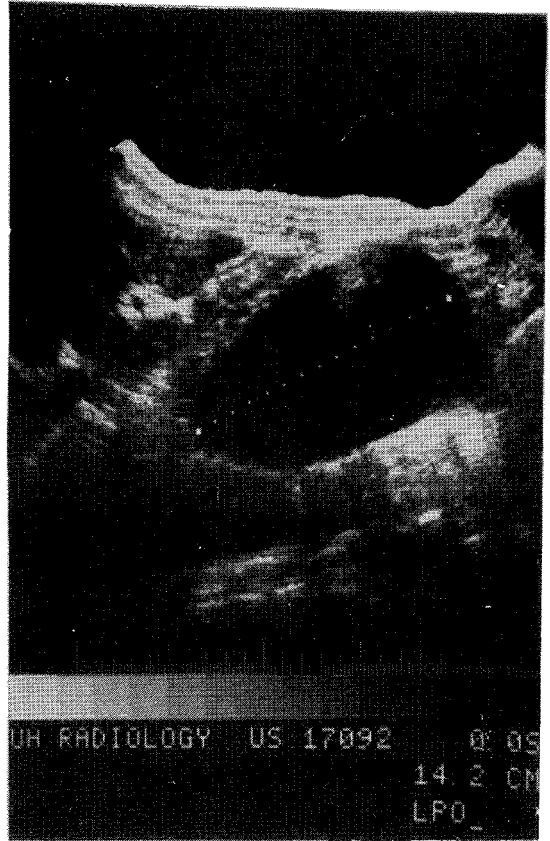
Abdominal ultrasonography showing huge, fusiform echo-free dilatation of abdominal aorta.
